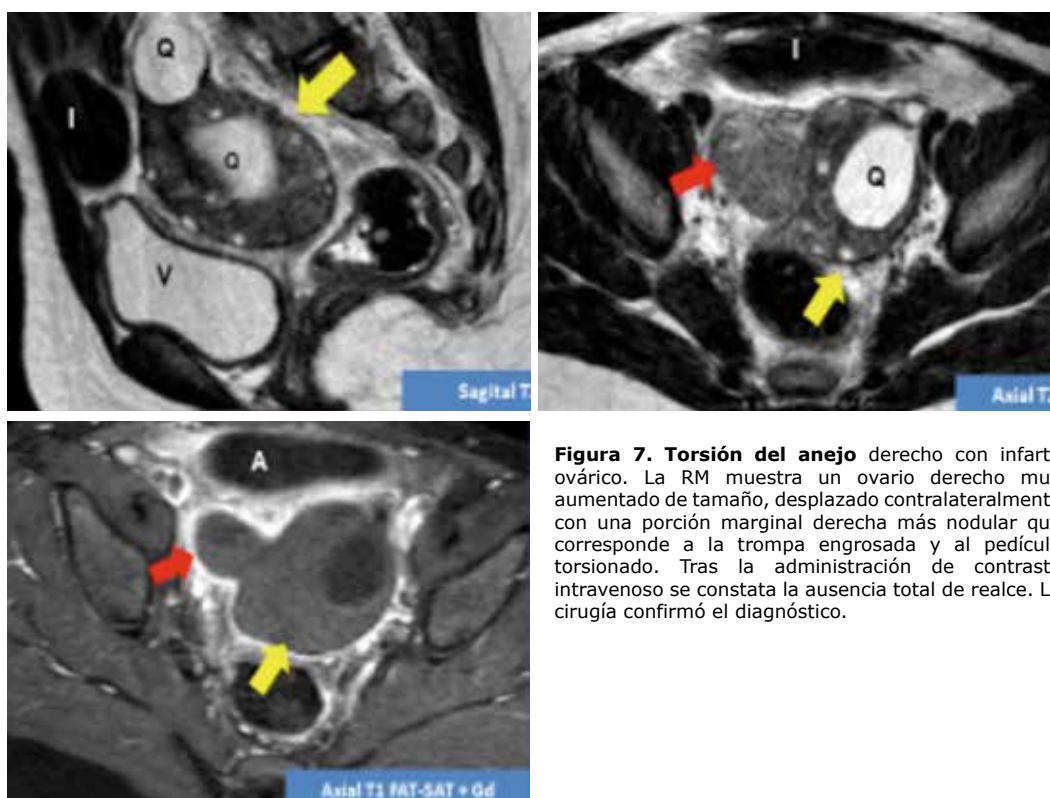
Torsión del anejo derecho con infarto ovárico. La RM muestra un ovario derecho muy aumentado de tamaño, desplazado contralateralmente con una porción marginal derecha más nodular que corresponde a la trompa engrosada y al pedículo torsionado. Tras la administración de contraste intravenoso se constata la ausencia total de realce. La cirugía confirmó el diagnóstico.
